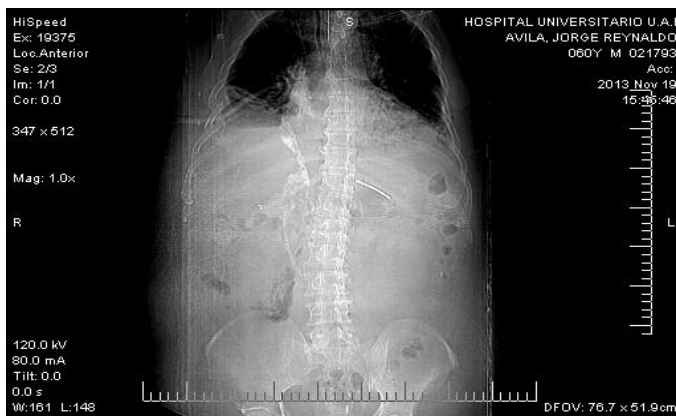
TAC con contraste de tórax y abdomen; evidencia de comunicación fistulosa pancreático-pleural.
